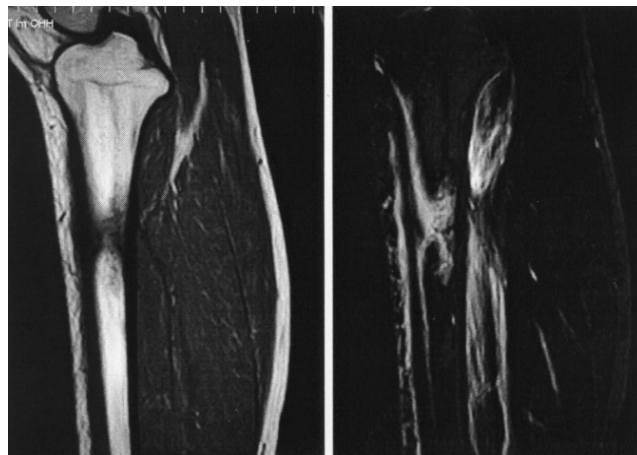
Ermüdungsbruch im Bereich der prox. Tibia. Diffuses Knochenmarködem im proximalen Drittel, Signalanhebung im T1-gewichteten Bild (links), Signalanhebung im T2-gewichteten Bild (rechts) (MRT-Aufnahmen: Radiologische Praxis Dr. Dulce, Berlin).
